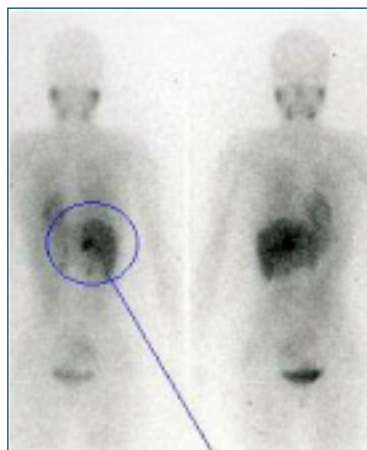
Feocromocitoma na glândula suprarrenal esquerda como assinalado na imagem de ressonância magnética e na cintigrafia com metaiodobenzilguanidina (MIBG). (www-clinpharm.medschl.cam.ac.uk/pages/teaching/images/).
